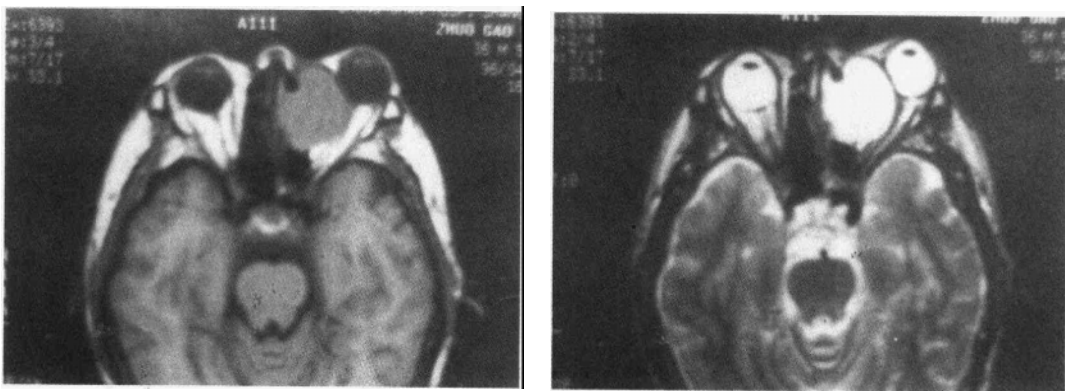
g~h 鼻窦粘液囊肿的 MRI 表现
